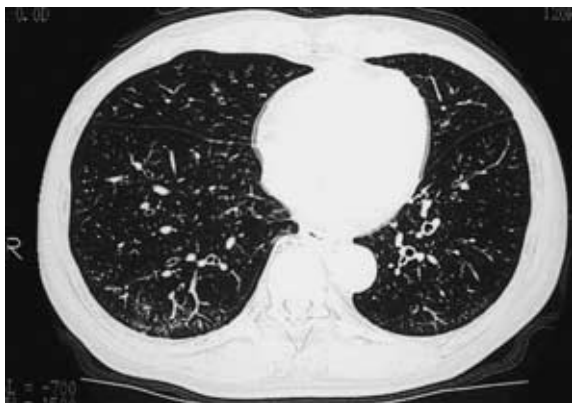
Chest CT showing bilateral bronchiectasis.
